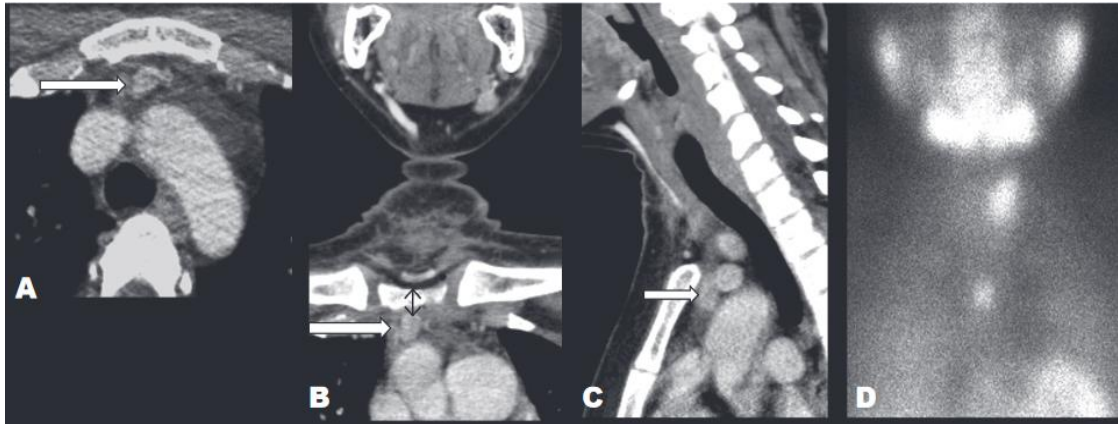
Adénome parathyroïdien inférieur intrathymique. La tomographie axiale (A), coronale (B) et sagittale (C) montre un adénome parathyroïdien inférieur droit intrathymique, situé ventralement dans le médiastin antérosupérieur, également visualisé sur l'image statique de TEMP retardée (D). La lésion est située à moins de 4 cm de l'échancrure sternale (flèche noire fine, B). [113]
